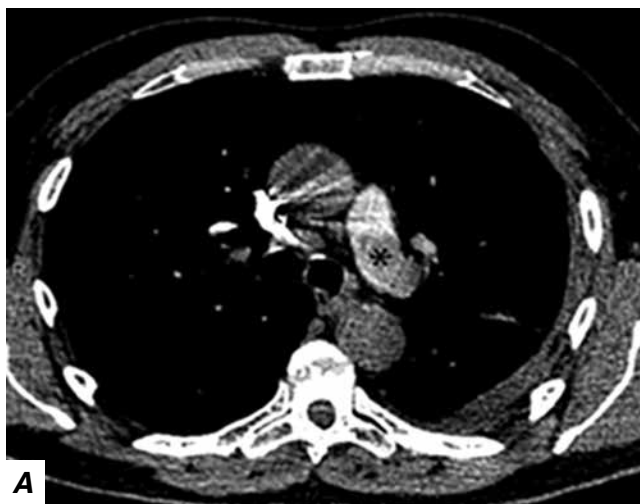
Пациент К, 62 года. КТ ОГК. Аксиальная проекция с контрастированием пациента К, 62 лет. Аксиальная проекция. А – демонстрируется наличие дефекта заполнения левой легочной артерии (*); Б – восстановление проходимости левой легочной артерии через 13 дней после начала антикоагулянтной терапии
